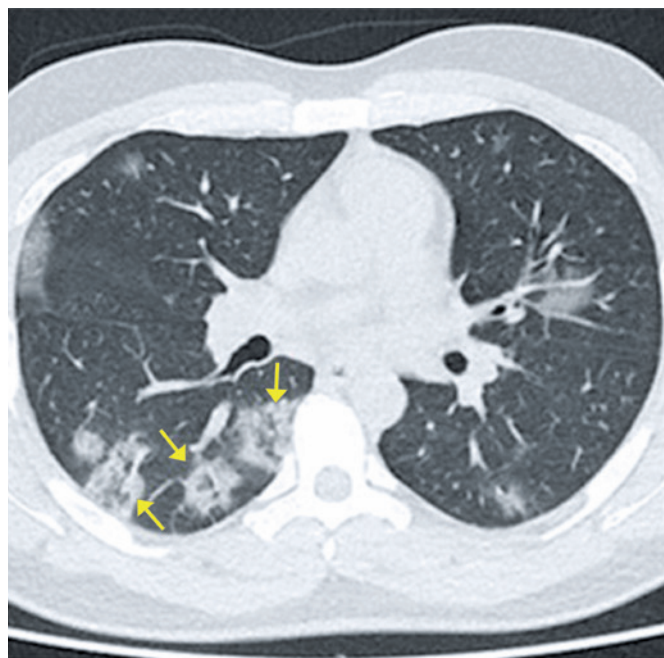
Paciente de 38 anos com COVID-19, apresentando febre, tosse seca, mal-estar e cefaleia há 6 dias. Tomografia computadorizada demonstrando sinal do halo invertido nos lobos inferiores
